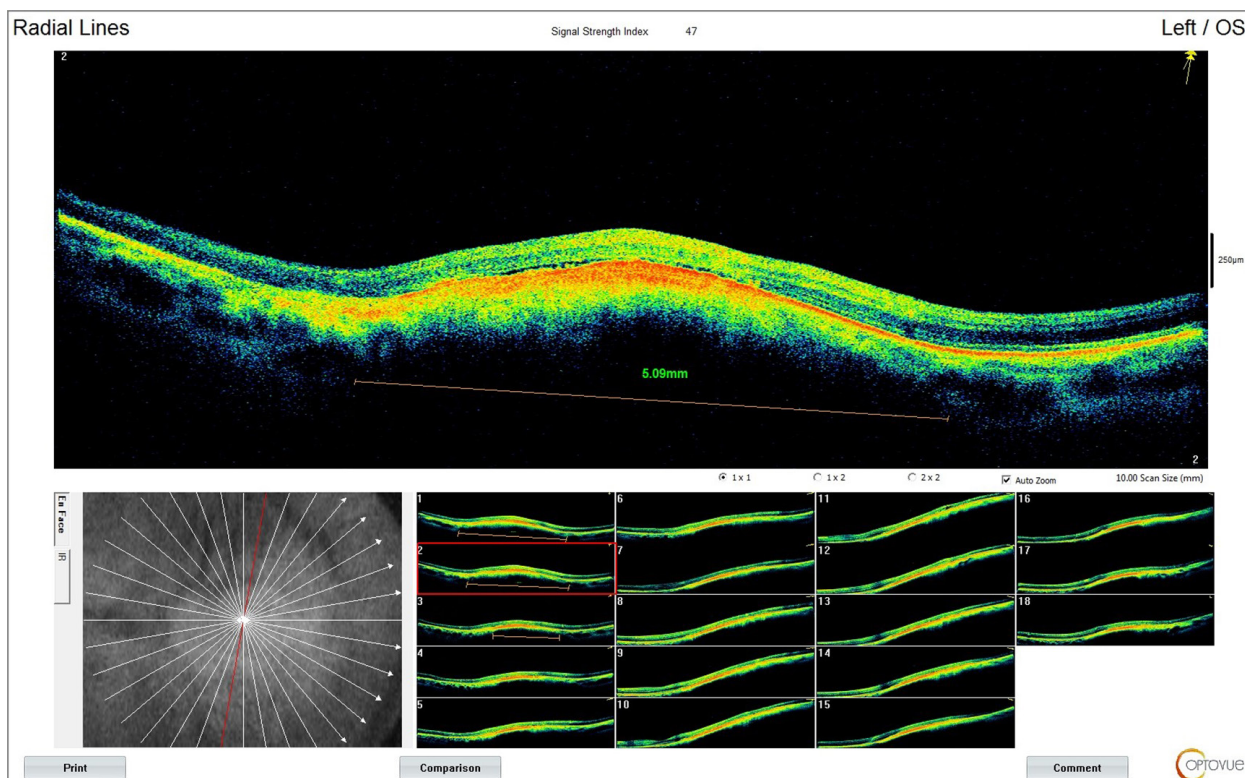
Результат проведения оптической когерентной томографии левого глаза пациентки П. от 03.05.2018. В височных отделах левого глаза определяется обширная проминенция с плоской отслойкой нейроэпителия над ней. Протяженность новообразования на снимке — 5,09 мм
